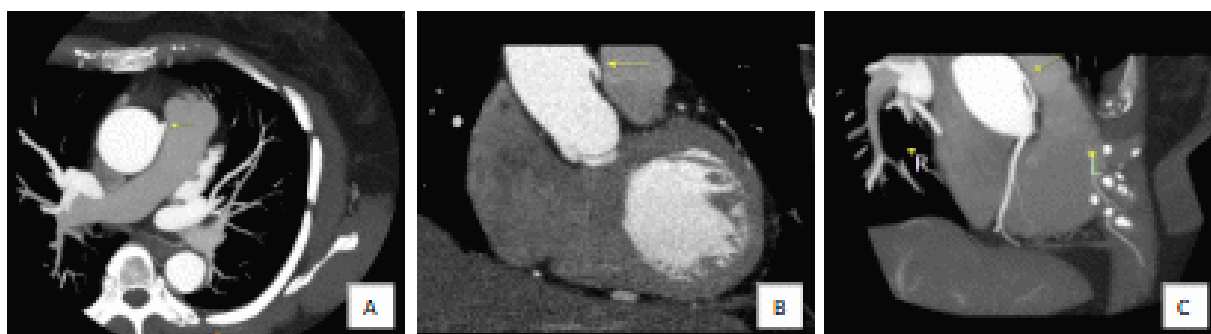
Coronary computed tomography angiography, axial (A), coronal (B), and coronal oblique (C) maximum intensity projection images show the anomalous origin of the right coronary artery (arrows), arising from left lateral wall of ascending aorta, about 2.6 cm above aortic valve.
